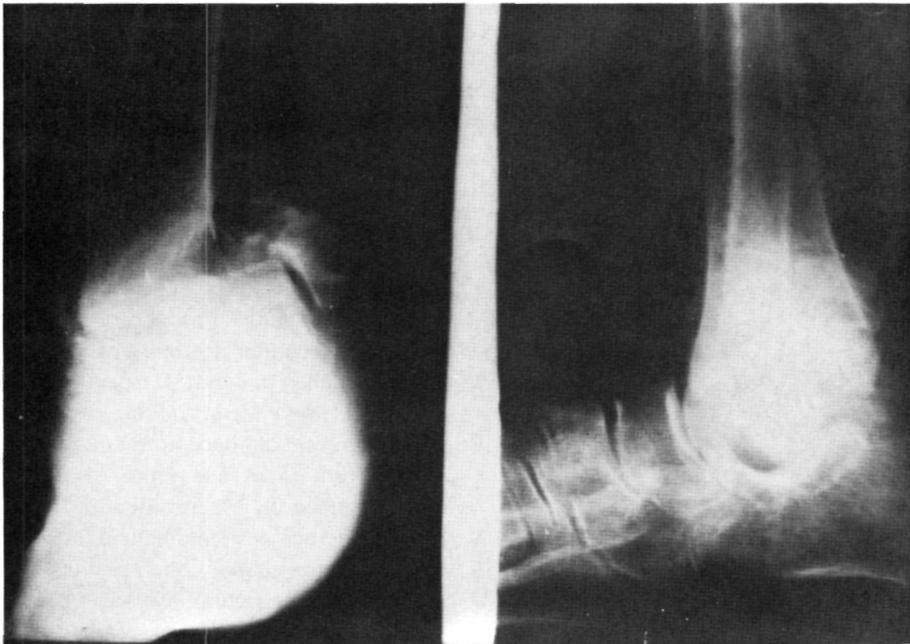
Caso n.º 4: Varón de 56 años, con antecedentes y biología luetica positiva. Tras traumatismo mínimo indoloro comenzó a notar hinchazón y deformidad a nivel del tobillo izquierdo, que fue aumentando progresivamente. Desviación en varo y dificultad a la marcha. La radiografía A-P del tobillo muestra la posible fractura del maleolo interno, ampliamente desplazado, así como la erosión de la porción medial del pilón tibial que permite la luxación interna del astrágalo. La Rx de perfil muestra la grave alteración tibiotarsiana, con aumento de la densidad astragalina.
